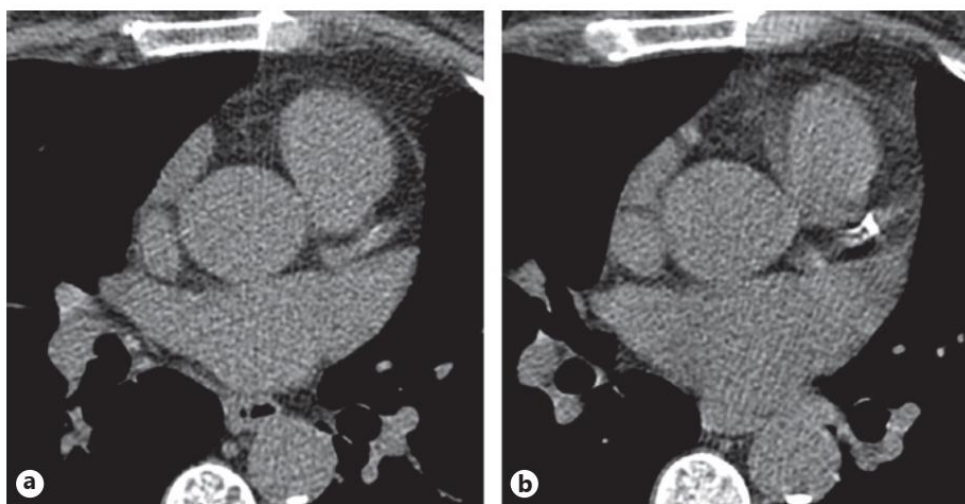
Компьютерная томография сердца у пациентки 49 лет с вторичным гиперпаратиреозом. а) кальцификация левой нисходящей артерии оценена по шкале Агатстон 27 баллов. б) Эта же пациентка через 2 года консервативной терапии. Видно увеличение выраженности кальцификации, оценка по Агатстон составила 214 баллов [54].
